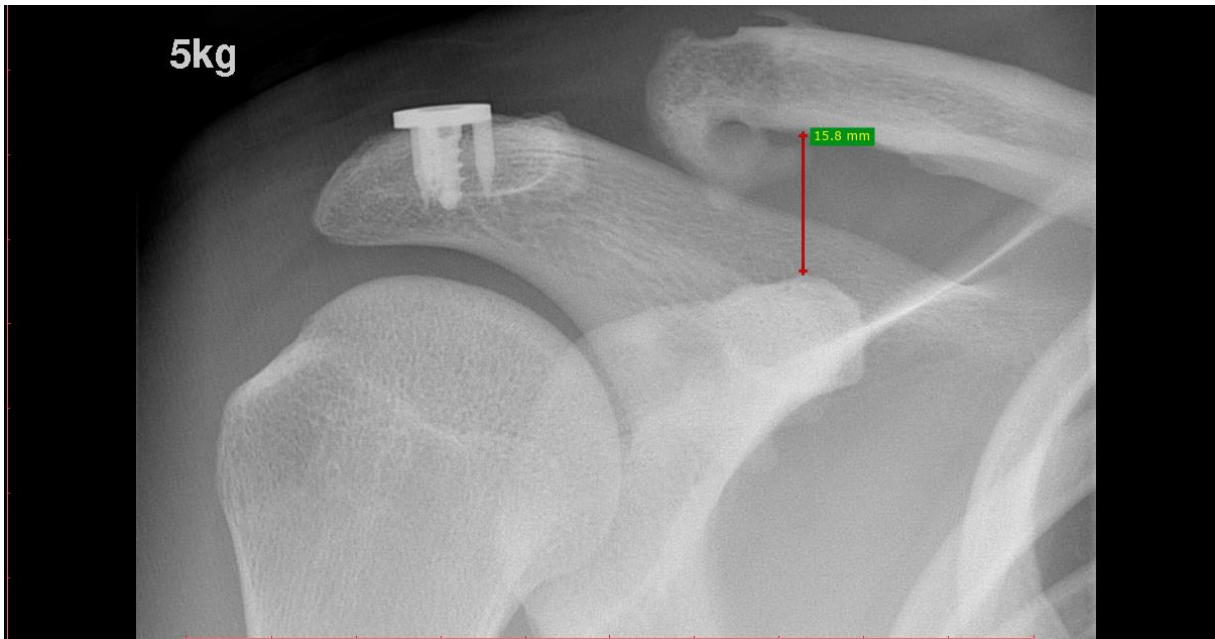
Radiographie de face
